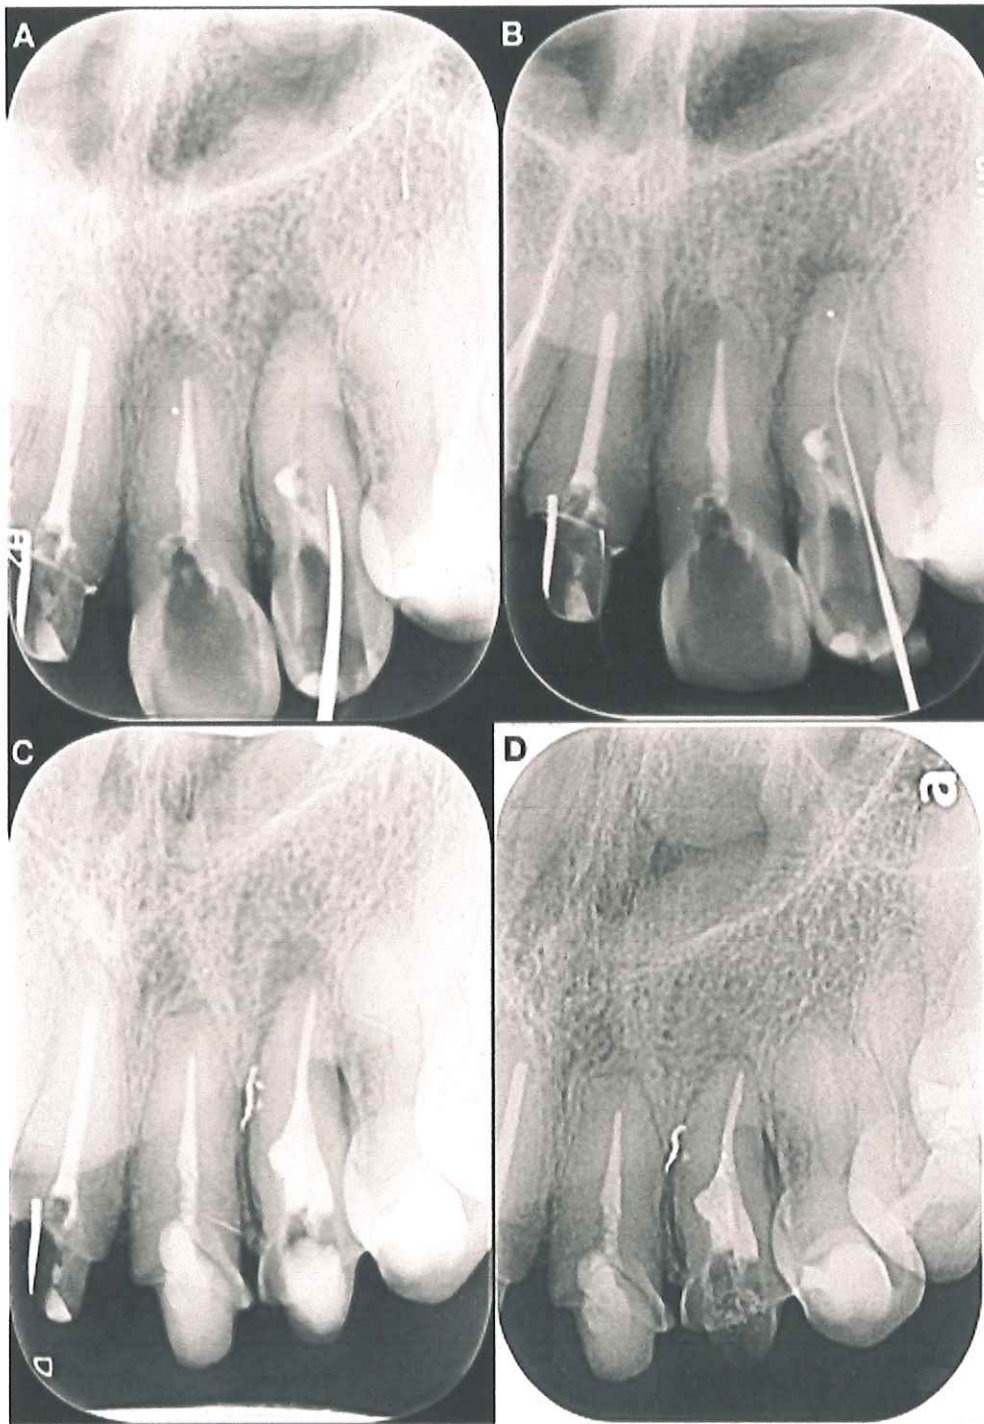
A) Radiografía corroborando acceso guiado. B) Longitud de trabajo posterior al acceso guiado. C) Post-operatoria del tratamiento. D) Radiografía de control a 3 meses de seguimiento.
